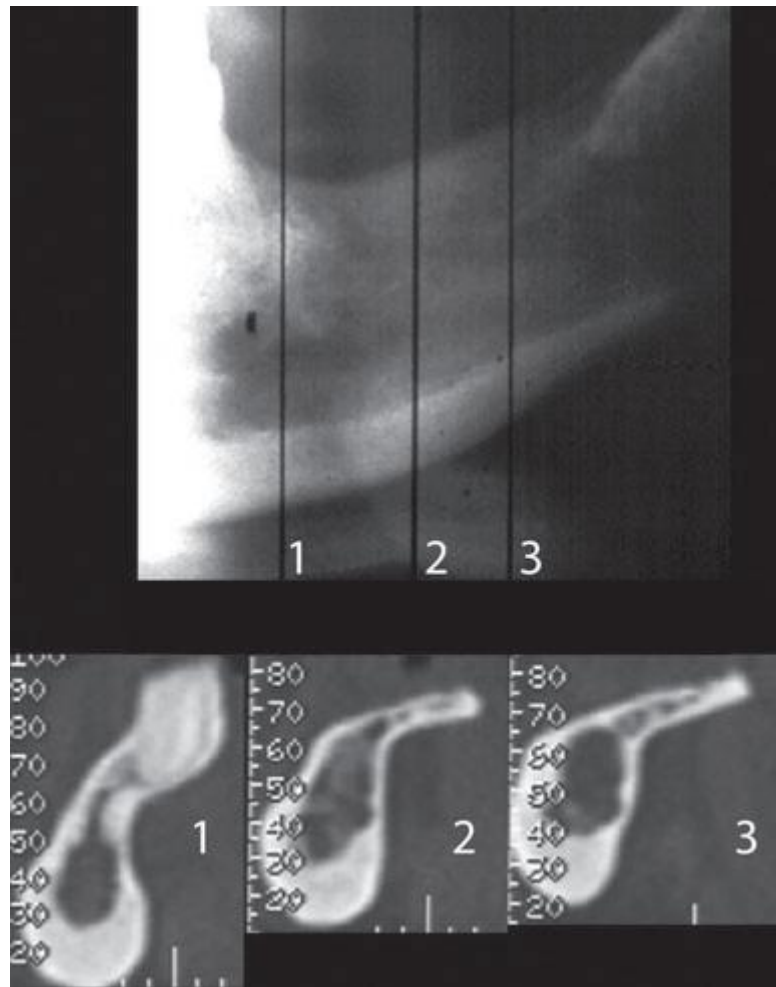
Radiografia panorâmica e 3 imagens de CT reformatado referente as 3 linhas verticais da panorâmica.
